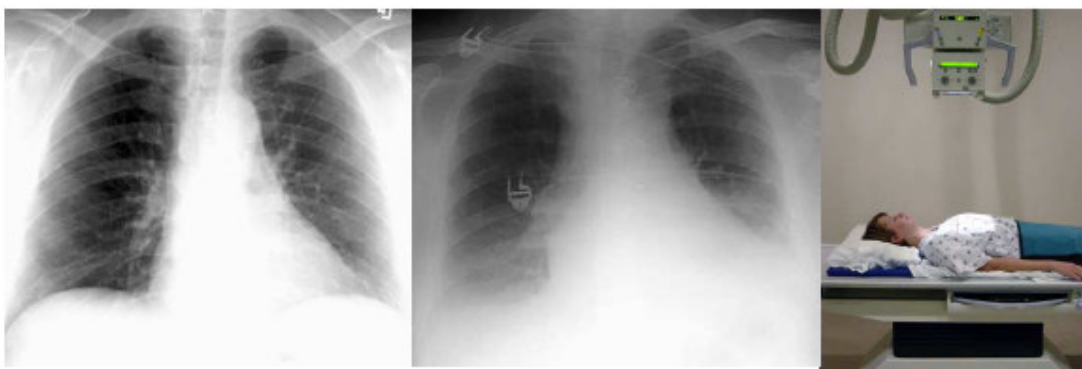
À esquerda – Uma radiografia normal com incidência PA.
